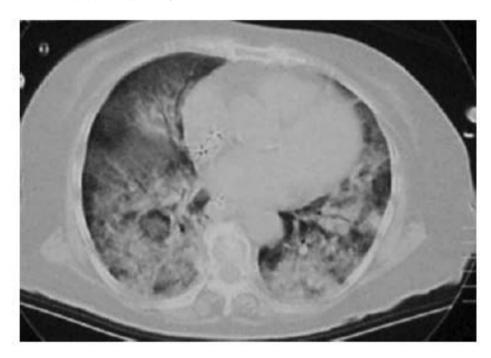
Lung CT of Case 1 on admission
